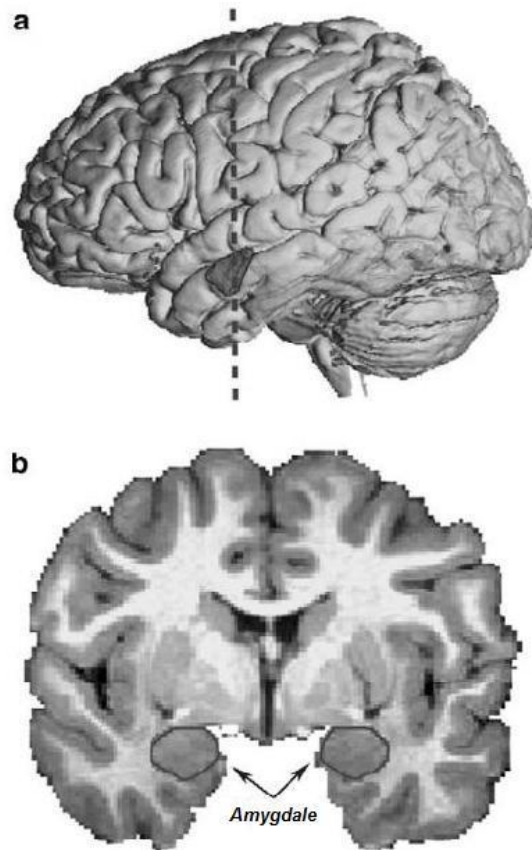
Neuroanatomie de l'amygdale humaine en IRM. (a) Vue latérale d'une reconstruction tridimensionnelle d'une IRM de l'encéphale avec l'amygdale apparaissant en plus foncé (la ligne en pointillés représente la localisation de la coupe en b) et (b) Coupe coronale en IRM faisant apparaître l'amygdale. *D'après Schumann, Bauman & Amaral (2011).*
